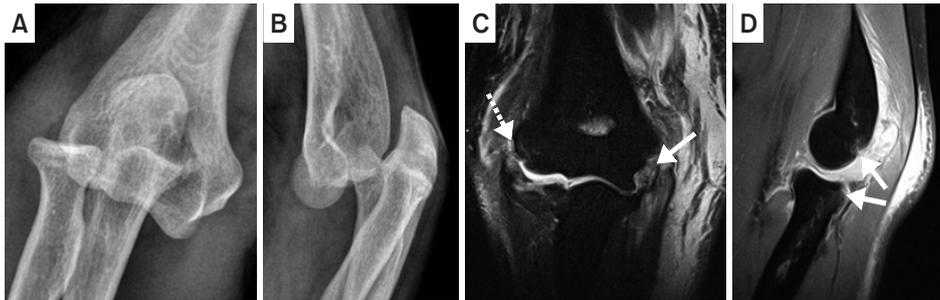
(A, B) Simple anteroposterior and lateral radiographs of posterolateral dislocation of the elbow joint. (C) On the fat-suppressed T2-weighted coronal view of the magnetic resonance imaging scan, there are distractive injury patterns of the ulnar collateral ligament and flexor-pronator teres muscles caused by the valgus force applied medially (solid arrow) and stripping injury pattern of the lateral collateral ligament complex caused by the forearm external rotational force (dotted arrow) appearing ‘peeled-off’ from the lateral epicondyle and located near the original attachment site. (D) Lateral bony contusion seen on the posterior capitellum and radial head (solid arrows) on the fat-suppressed T2-weighted sagittal view.
